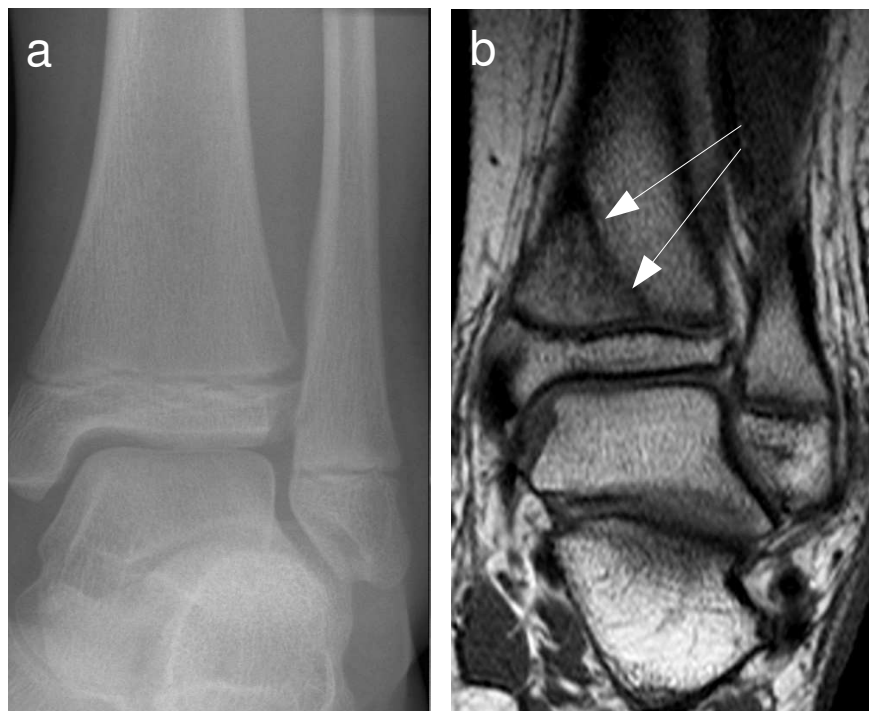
11-jähriges Mädchen nach Inversionstrauma. In der konventionellen Röntgenaufnahme (a) zeigen sich keine Auffälligkeiten, in der T1-gewichteten MRT (b) zeigt sich dagegen deutlich eine SH-2-Fraktur der distalen Tibia (weiße Pfeile)
